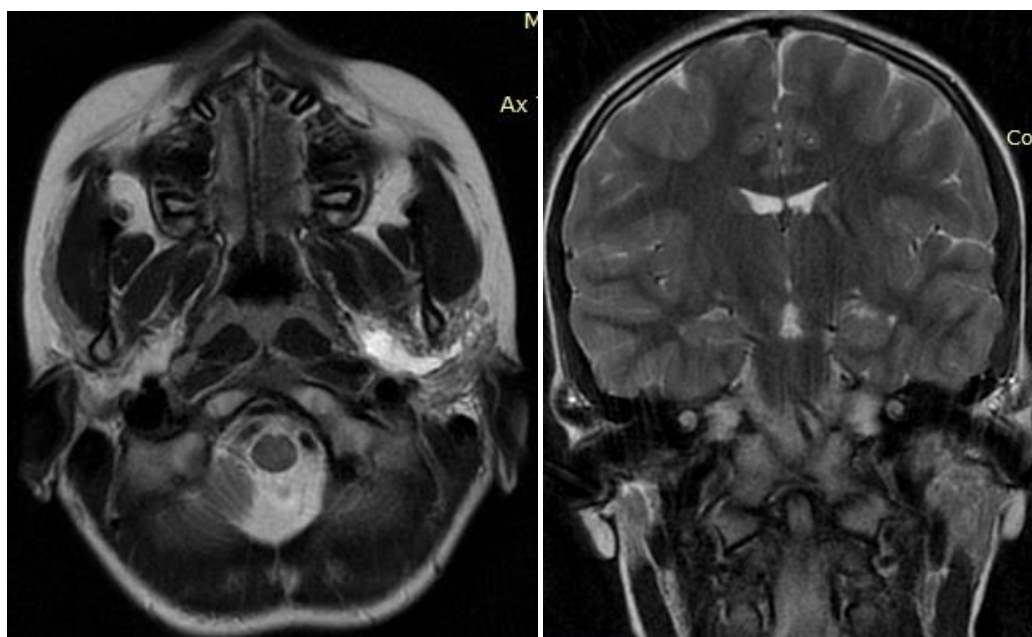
Рис. 3б. Т-2-взвешенные изображения МРТ в аксиальной и коронарной проекциях: остаточная порция лимфатической мальформации в крыловидно-челюстном пространстве слева.
